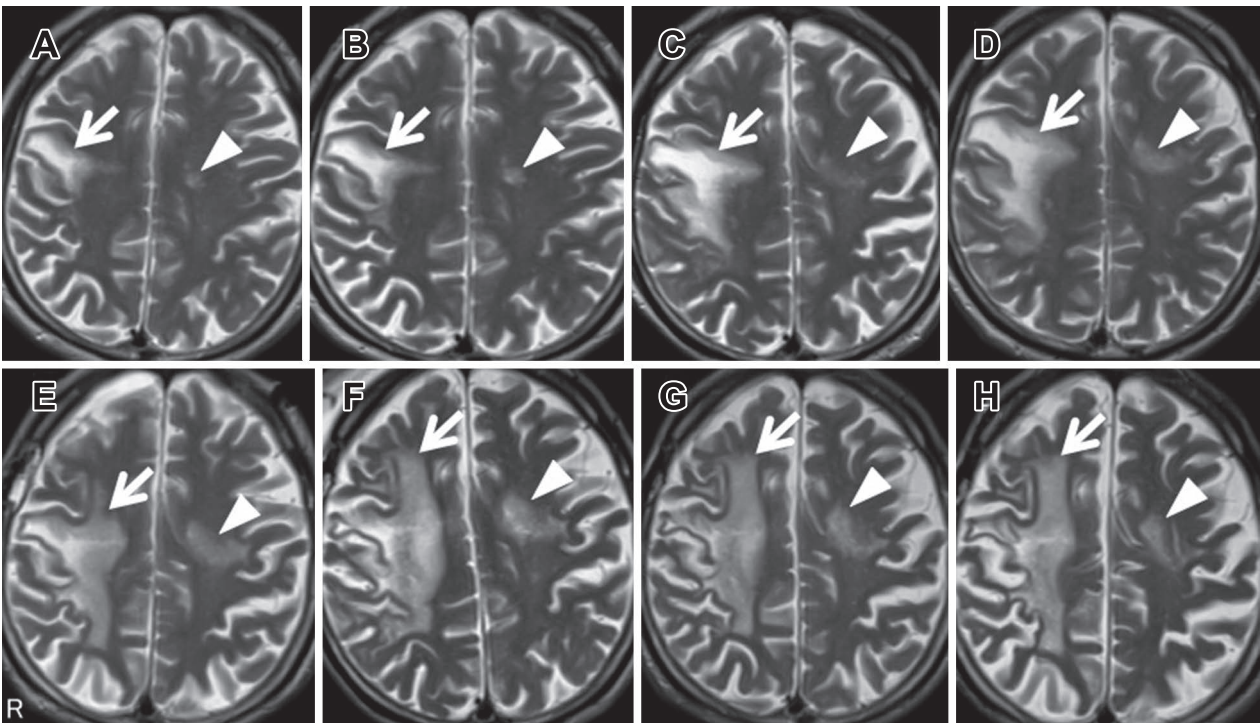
Chronological changes of the head magnetic resonance imaging findings.
